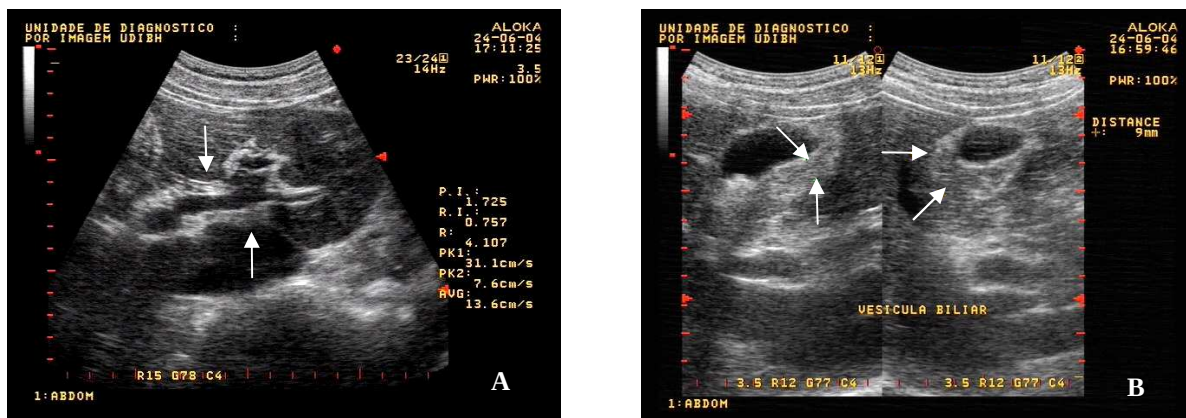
Ultra-sonografia do abdome mostra faixas ecogênicas periportais (A – setas) e perivesiculares (B – setas), sugestivas de fibrose esquistossomótica.
